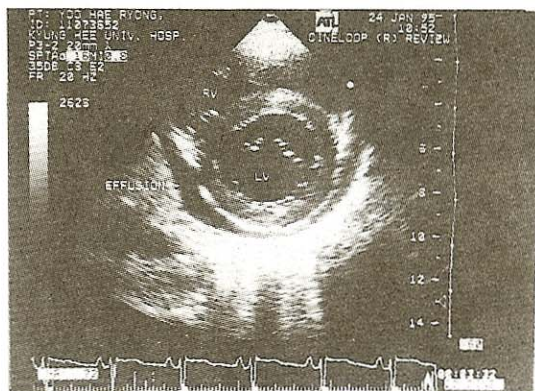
Echocardiogram, Parasternal short axis view shows pericardial effusion
